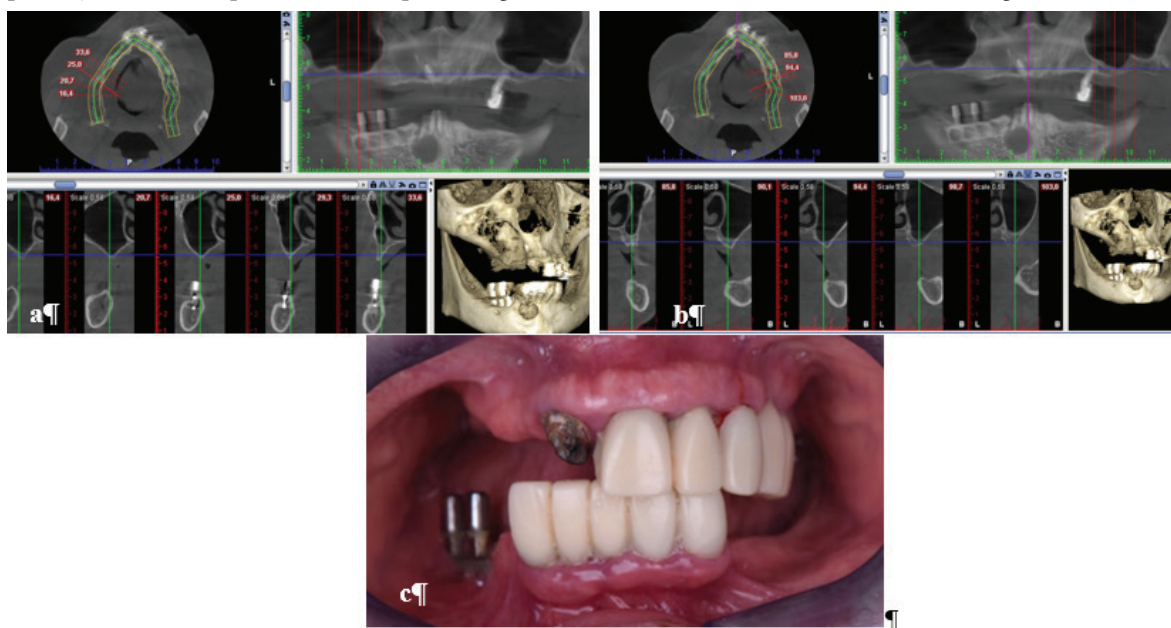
Tomografia computerizată preoperator ce denotă atrofia osoasă severă în zonele laterale (a–partea dreapta, b–partea stângă); Aspectul preoperator în cavitatea bucală (c).
